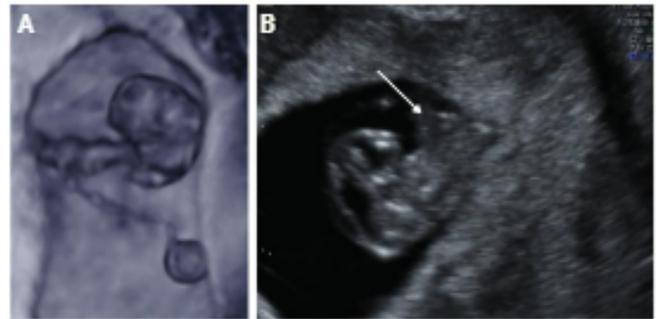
Gestación de 8 semanas. A) Ecografía 3D, en la que se aprecia el origen, la inserción del cordón umbilical en la zona central de la placenta y la incorporación del ducto vitelino. B) Ecografía 2D, donde se puede identificar una imagen ecogénica en la base del cordón, que sería compatible con una herniación intestinal fisiológica [flecha].
